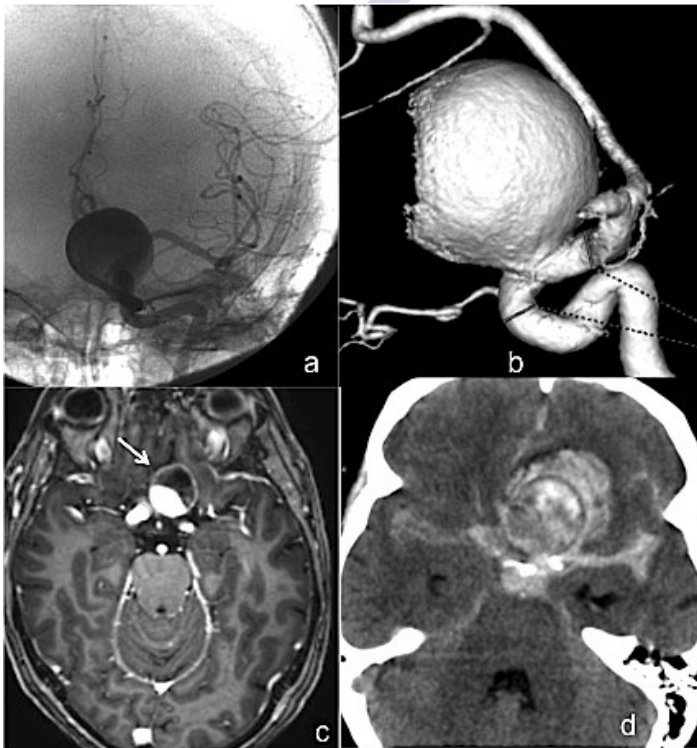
Aneurisma sacular gigante en el segmento paraoftálmico de la arteria carótida interna (a y b), con sangrado subaracnoideo y perianeurismático por rotura del aneurisma al 6to día posterior al tratamiento con Silk+ FD (d), en la imagen de RMN (c) se evidencia el realce de la pared aneurismática un día previo a la rotura
